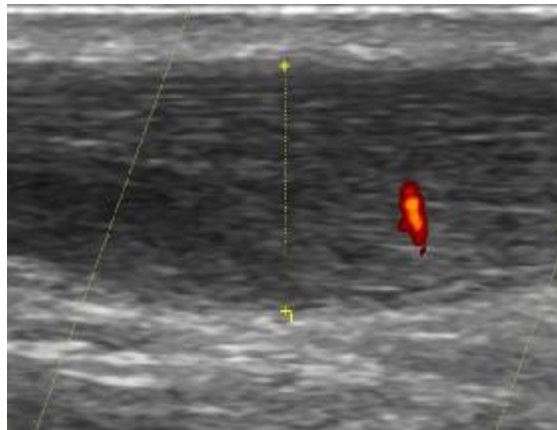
Ecografía en corte longitudinal donde se observa una neovascularización en la porción media del tendón en una tendinosis de Aquiles. El tendón presenta una estructura irregular y áreas hipoecoicas. El doppler-color nos permite ver la neovascularización localizada en la región ventral del tendón.
